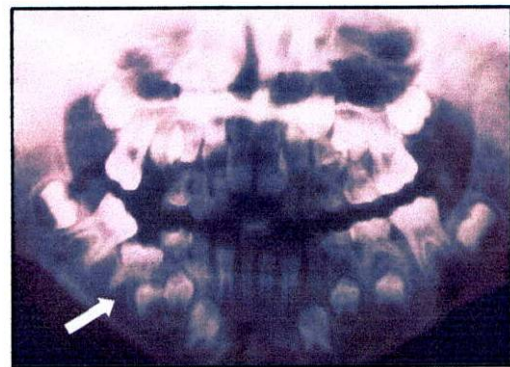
Radiografía panorámica. Año 1999.
